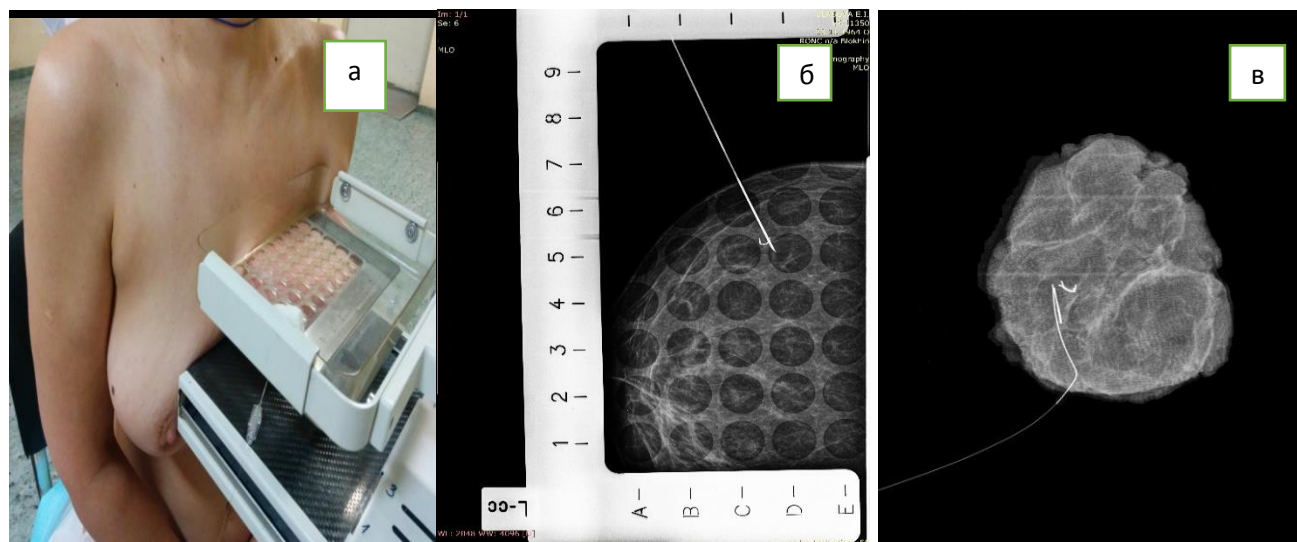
Разметка опухоли непосредственно перед операцией под контролем ММГ, б- к зоне маркера подведен гарпун (металлический проводник), в- рентгенологический контроль удаленного сектора для подтверждения точности выполнения операции (наличие в удаленной ткани метки с подведенным к ней гарпуном).
